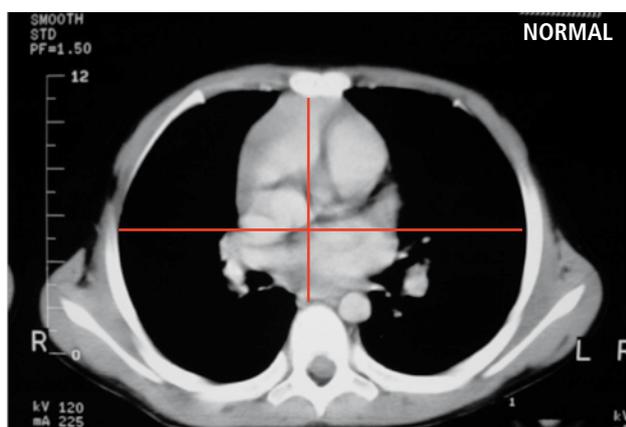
Tomografía torácica. Permite apreciar el hundimiento, la rotación esternal, compresión de ventrículo derecho y desplazamiento cardíaco hacia la izquierda. El índice de Haller es la relación existente entre el diámetro transversal del tórax y anteroposterior.
